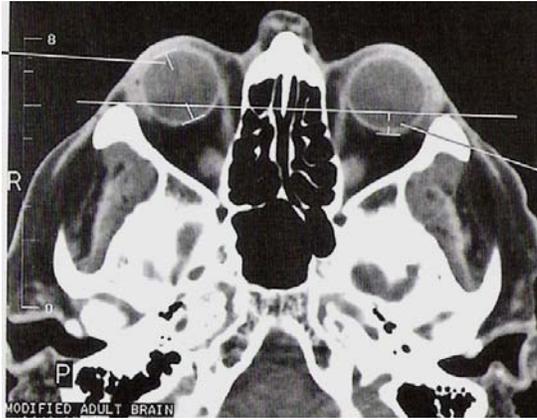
TC orbitaria. Posición del globo ocular
